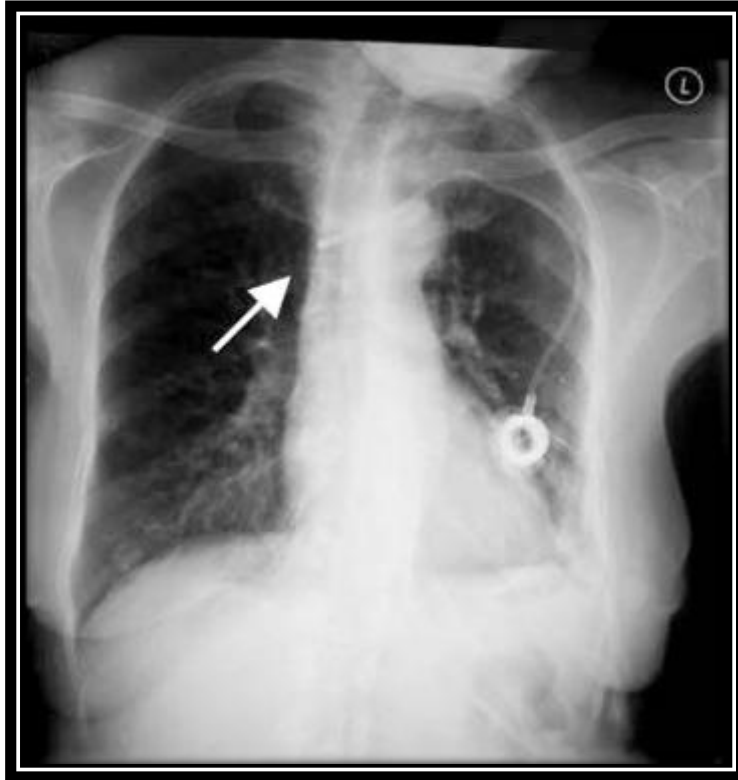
Radiographie de thorax de face chez une Femme de 64 ans montrant une malposition de la pointe du cathéter [93].
